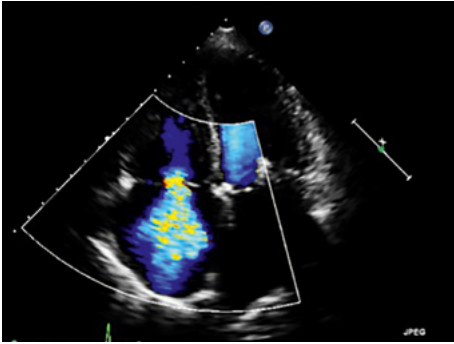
Trikuspidalklappeninsuffizienz IV° in der transthorakalen Echokardiografie (TTE).
